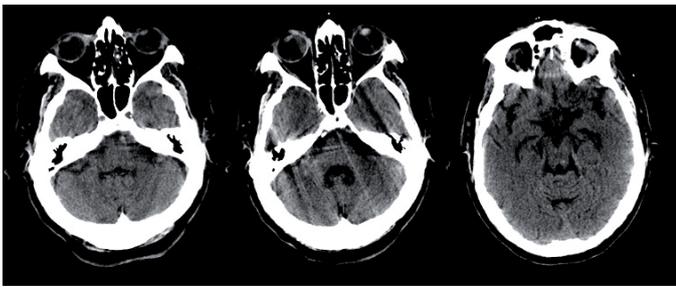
TAC-CE (dois meses após o início do quadro) evidenciando resolução completa das lesões infratentoriais.
